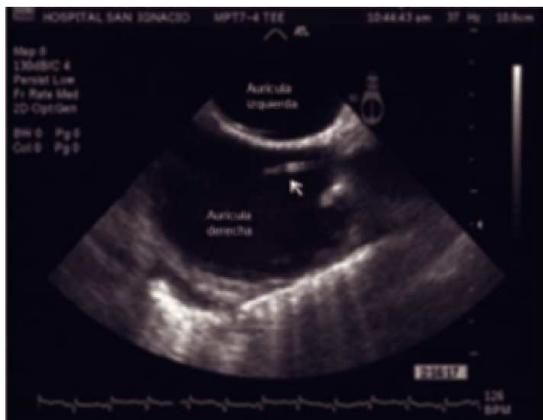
Ecocardiograma transesofágico. Control 20 días después en el que se observa desaparición de la lesión previamente descrita. Catéter venoso central (flecha).
